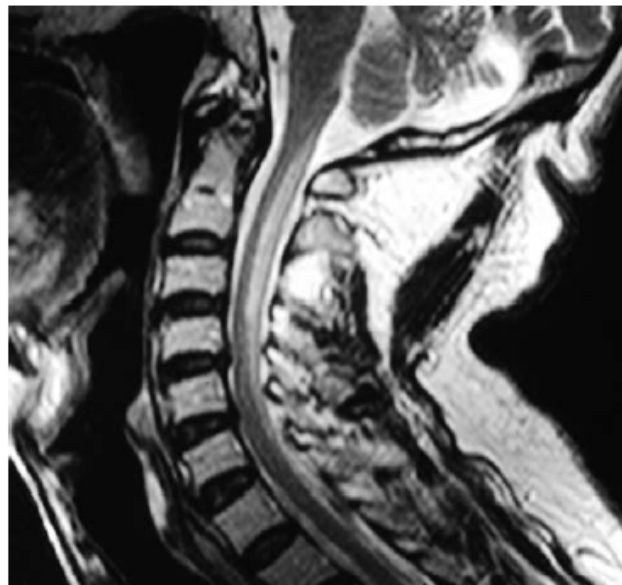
Resonancia Magnética Cervical (T2), corte sagital. Hiperintensidad de cordones posteriores (al momento del diagnóstico)
